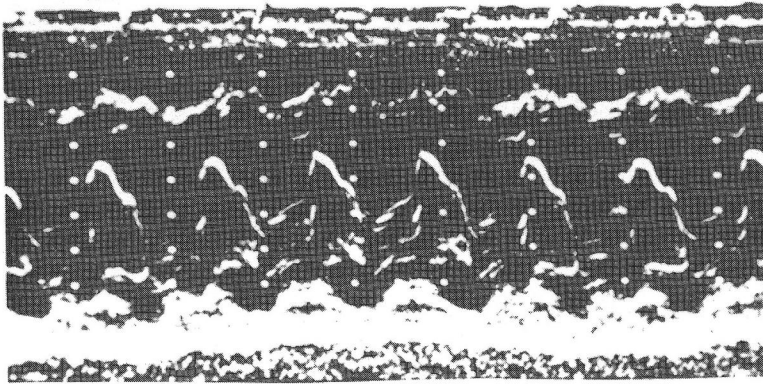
M-mode echocardiogram.
